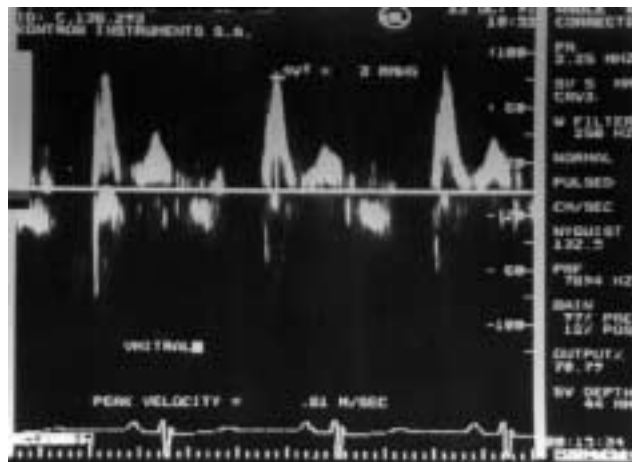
Flujo Doppler del llenado mitral del paciente nº 4.
